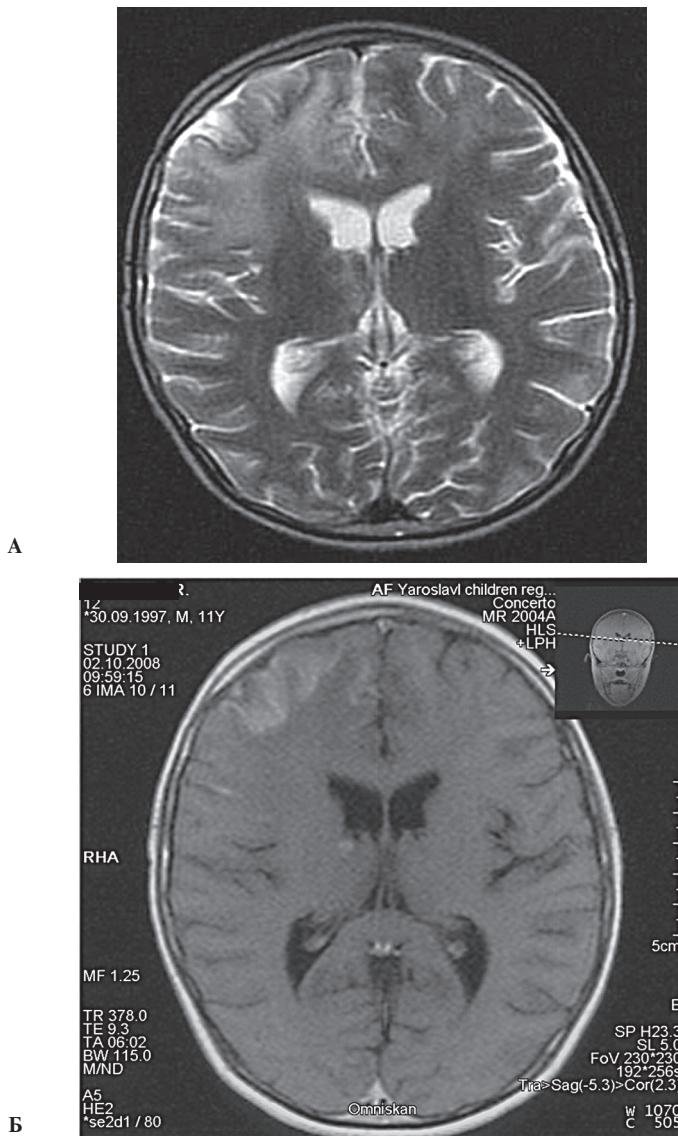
Динамика МРТ-изменений у пациента С, 11 лет, с острым герпетическим энцефалитом: А — без контрастирования; Б — после введения контраста
